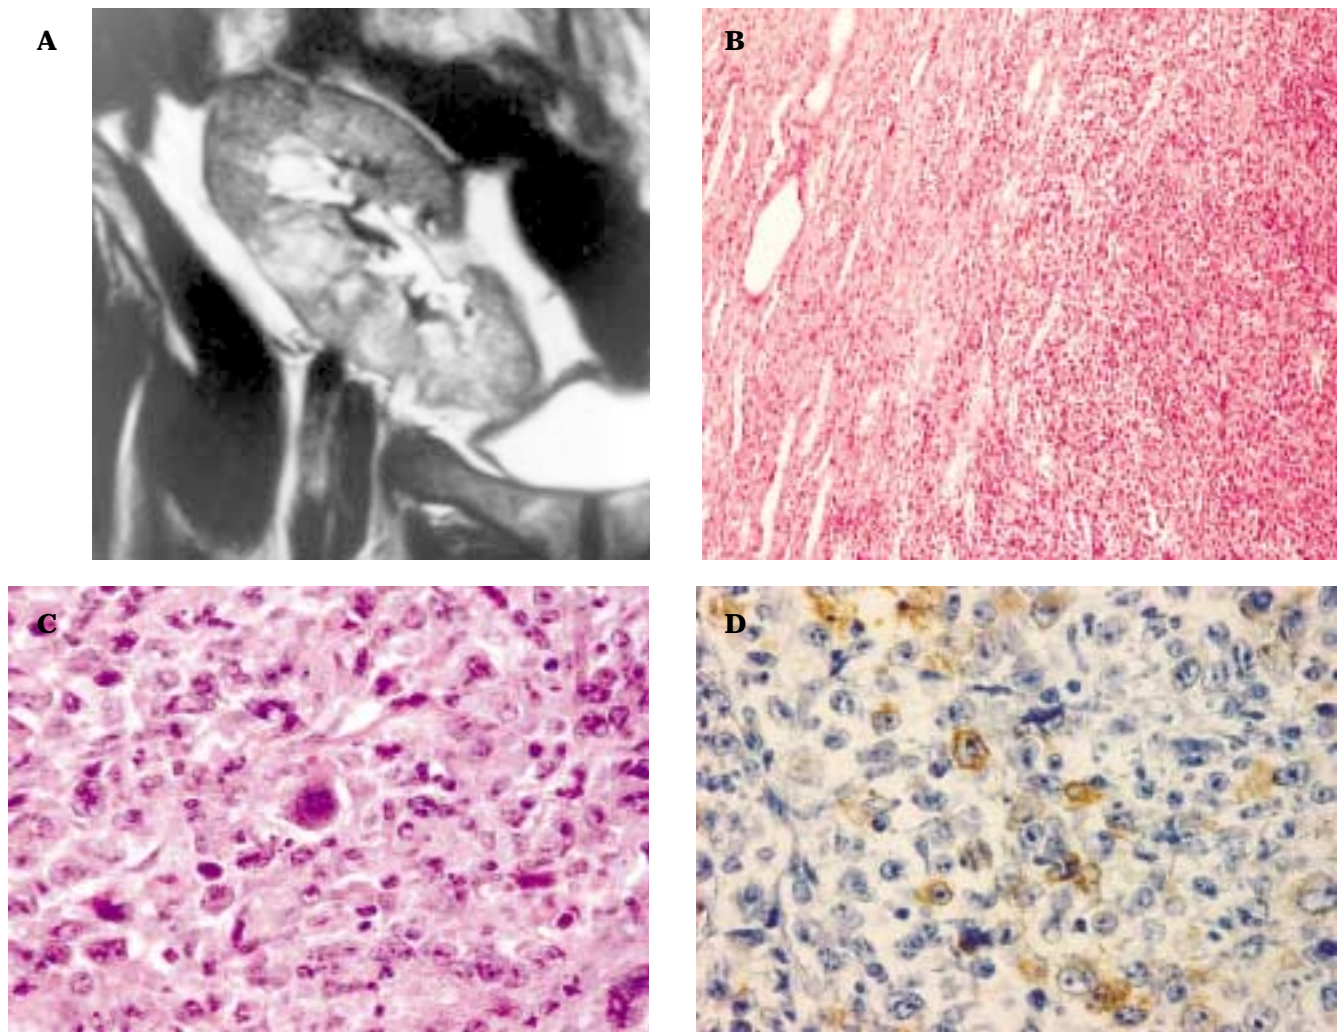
A: Lesión correspondiente al linfoma en el injerto renal corroborada por tomografía axial computarizada, ésta se observa hacia el polo superior del injerto, es hiperecica y redondeada. B: Microfotografía de la lesión en la que se aprecia zona de transición de la proliferación de células linfoides atípicas y túbulo intersticio renal; en el lado derecho la infiltración linfoide ha sustituido los túmulos (H-E, 40X). C: Células linfoides neoplásicas de aspecto polimorfo y núcleos de contornos irregulares con nucléolos eosinófilos, algunas muestran citoplasma abundante y aspecto centroblastico (H-E, 400X). D: Algunas células linfoides grandes muestran marca citoplasmática con acentuación en la membrana; la presencia de nucléolo único en las células grandes es característica de inmunoblastos (LMP-1, 400X).
